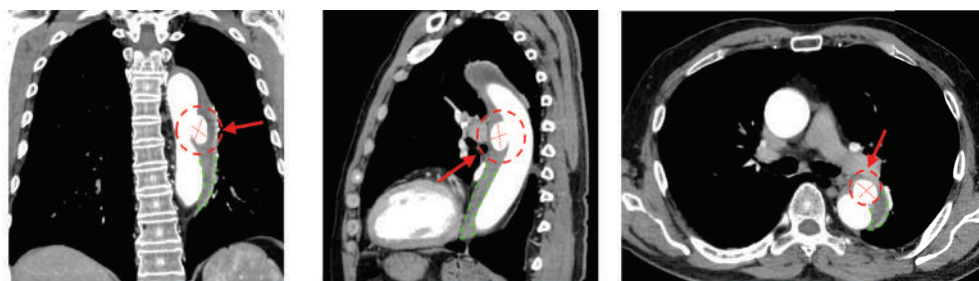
МСКТ-ангиография грудного отдела аорты: красный пунктир – ПАЯ; зеленый пунктир – ИМГ
